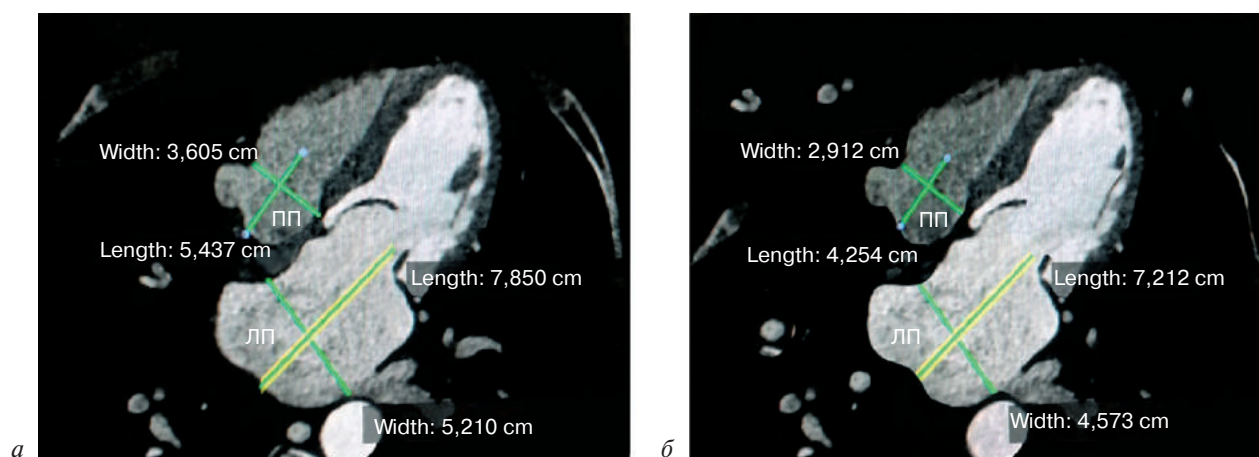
Данные компьютерной томографии у пациента со структурным ремоделированием предсердий: а – до операции «Лабиринт»; б – через 12 мес после операции «Лабиринт»
